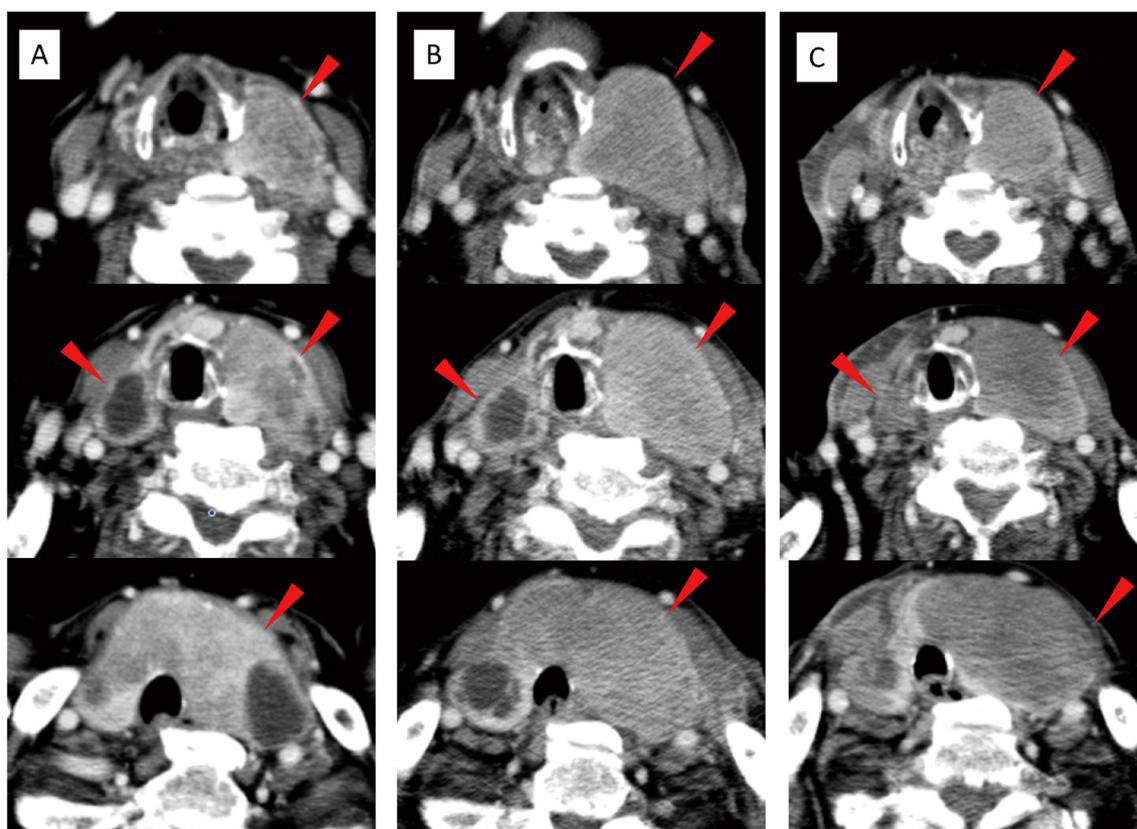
Contrast CT scan of the thyroid gland is shown. (A) On the 27th day, thyroid gland was swollen, and multiple low absorption areas were observed inside the gland. (B) On the 105th day, thyroid gland was further enlarged. (C) On the 229th day, the thyroid gland was still swollen, but the size of the gland was smaller than that on the 105th day.
